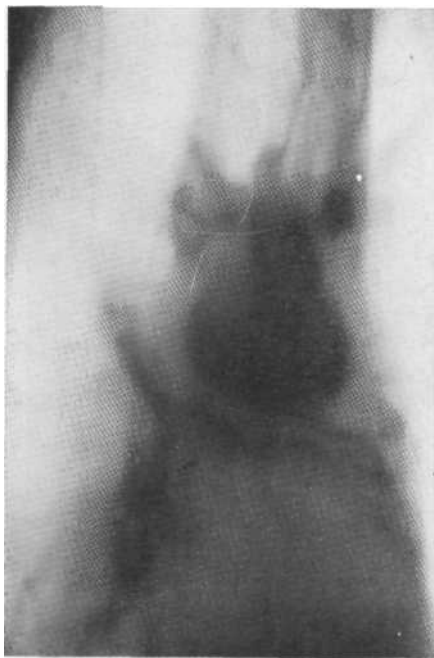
Томограмма в правой косо́й проекции того же больного. Сужение верхнедолевого бронха и наличие перибронхиального узла. Бронхобиопсия — центральный рак верхнедолевого бронха.
